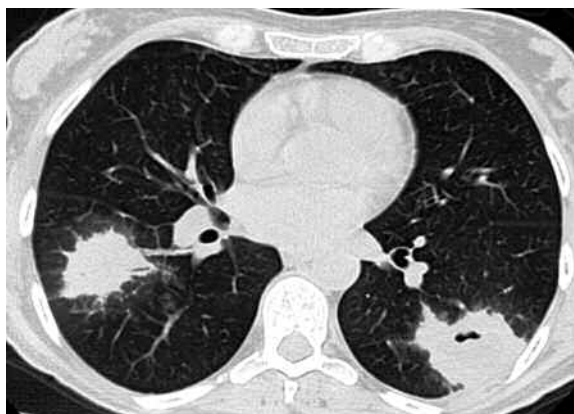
Corte axial de tomografía computada con ventana de pulmón, observándose presencia de masas espiculadas bilaterales con pequeña cavitación central.
